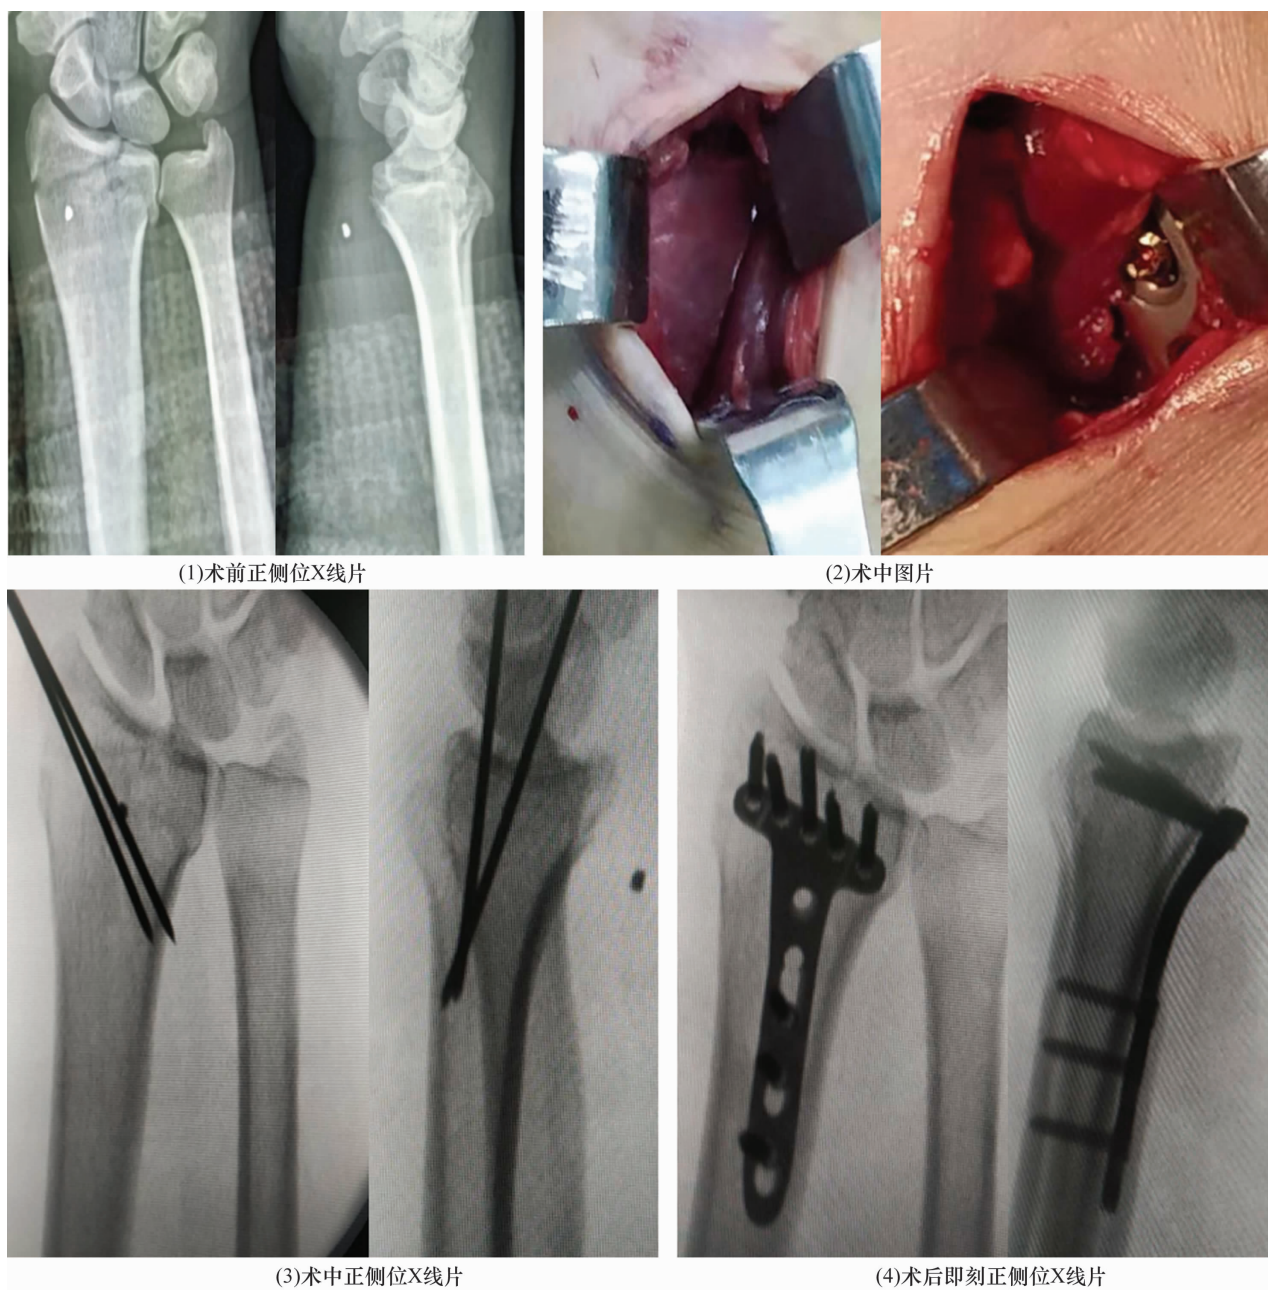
左侧 C1 型桡骨远端骨折超声引导下闭合复位微创掌侧锁定钢板内固定手术前后图片
